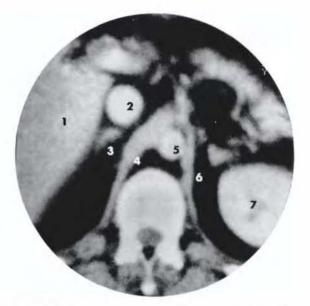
Coupe axiale transversale TDM au niveau de T11
